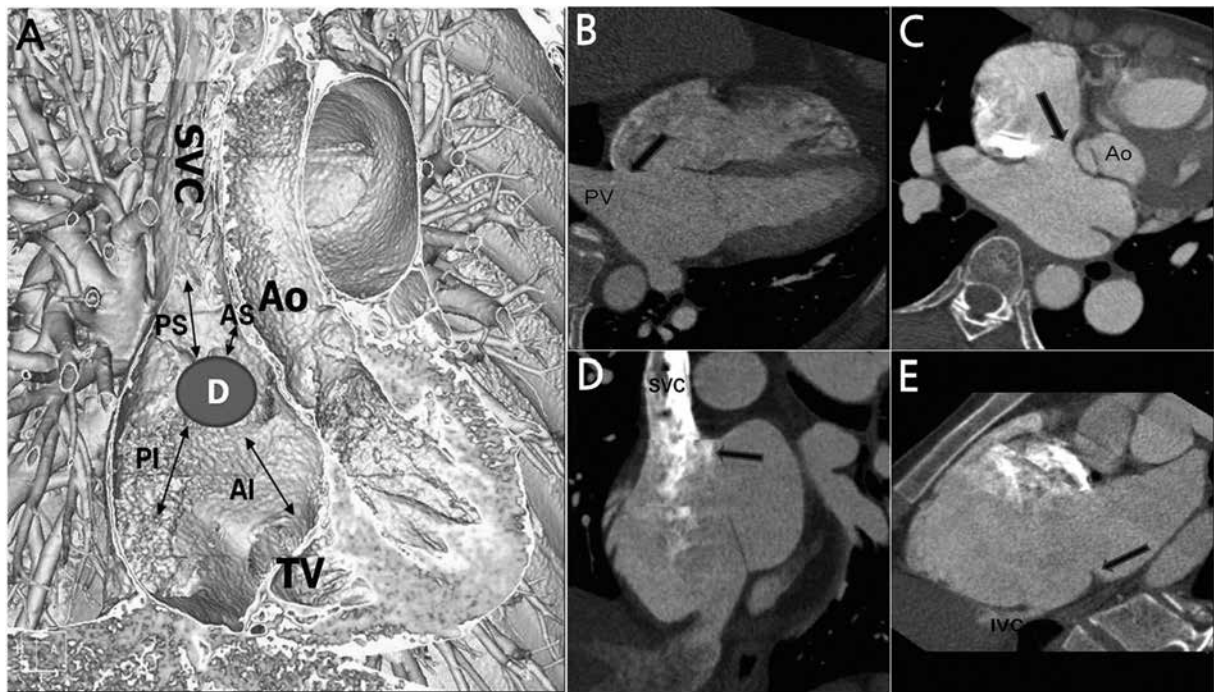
(A) Three dimensional image showing different four rims surrounding defect. D, atrial septal defect; AS, anterior superior; AI, anterior inferior; PS, posterior-superior; PI, posterior-inferior; SVC, superior vena cava; TV, tricuspid valve; AO, aorta. (B) Arrow in axial tomography image indicating posterior rim deficiency. PV, pulmonary vein. (C) Arrow indicating anterior superior rim deficiency. AO, aorta. (D) Image indicating posterior superior rim deficiency. SVC, superior vena cava. (E) Image indicating posterior inferior rim deficiency. IVC, inferior vena cava.
